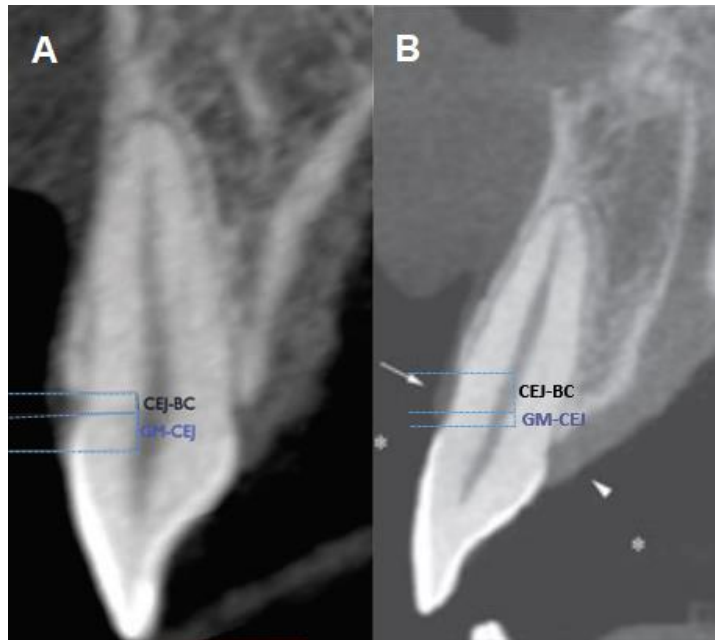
Comparación de las distancias de la cresta ósea alveolar entre un paciente con EPA y un paciente normal, visto en un corte transversal del examen de tomografía computarizada de haz cónico. A) Vista de un diente con EPA subtipo B con una CEJ-BC estrecha y una GM-CEJ posicionado sobre el esmalte. B) Vista de un diente normal con una CEJ-BC normal y una GM-CEJ posicionado levemente sobre el esmalte. EPA: erupción pasiva alterada. CEJ-BC: distancia del límite amelocementario a la cresta ósea alveolar. GM-CEJ: distancia del margen gingival al límite amelocementario (Adaptado de Batista et al, 2012 y de Januário et al, 2008)
